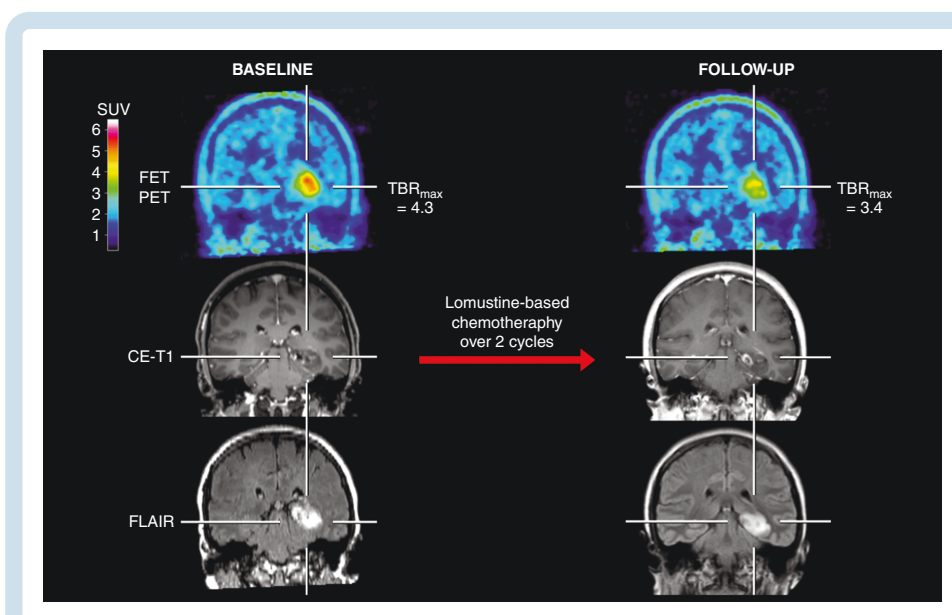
Contrast-enhanced MRI and FET PET of a 31-year-old female patient (patient #29) with an astrocytoma (IDH-mutant, WHO CNS grade 3, MGMT promoter methylated) treated with lomustine-based chemotherapy. After two cycles, the contrast-enhancing lesion progressed slightly. In contrast, the follow-up FET PET showed, relative to the baseline scan, a considerably decreased metabolic activity of 21% as assessed by a relative reduction of maximum tumor-to-brain ratios (baseline, 4.3; follow-up, 3.4) and indicated metabolic response. Without clinical deterioration or treatment change, the patient had a favorable PFS and OS (both not reached; 71.8 months at the time of data evaluation).
